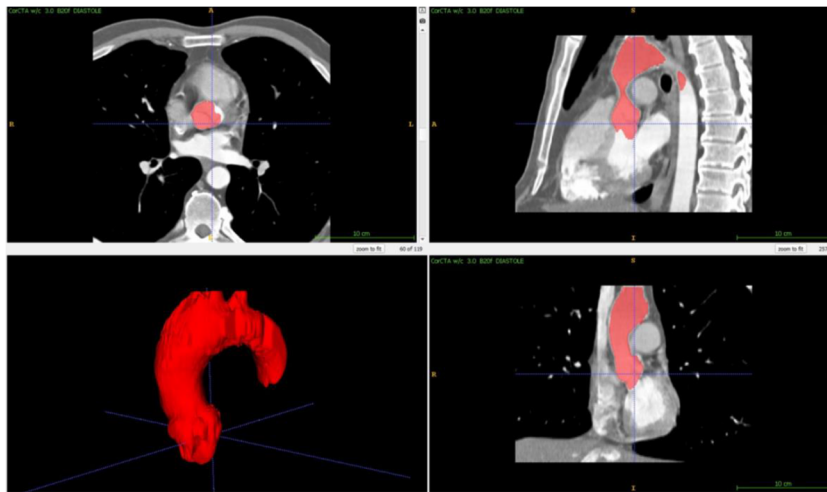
Imagen TAC de tórax usada para la obtención de la geometría de la raíz aórtica. (a) plano coronal, (b) plano sagital, (c) plano transversal, (d) segmentación 3D de la geometría de la aorta.
